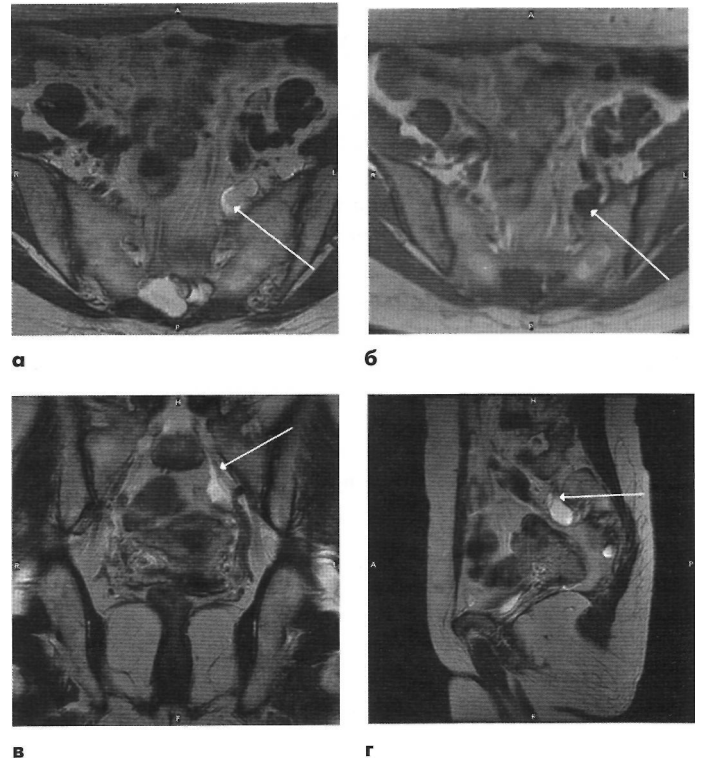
Женщина, 62 года. Состояние после комбинированного лечения цистаденомы яичников около 3 лет назад. При контрольном УЗИ диагностирован рецидив цистаденокарциномы. Проведено МР-исследование органов малого таза. В аксиальной плоскости на T1-ВИ (а) и T2-ВИ (б) определяются неправильной округлой формы объемные образования, с четкими ровными контурами, по МР-характеристикам соответствующие жидкостным структурам. В коронарной и сагитальной плоскостях на T2-ВИ четко прослеживается связь визуализируемых структур с ходом спинномозговых нервов. МР-картина соответствует перинеуральным кистам, данных за рецидив цистаденокарциномы не выявлено.
